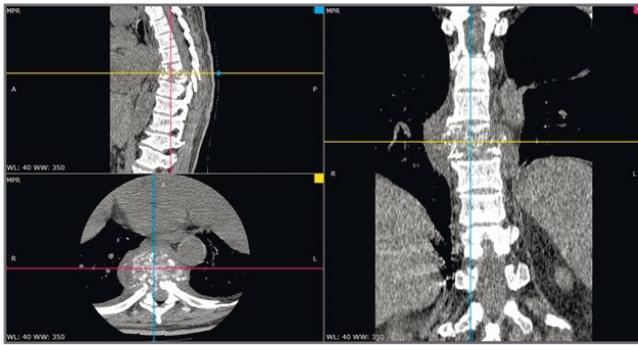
КТ позвоночника спиральная.
